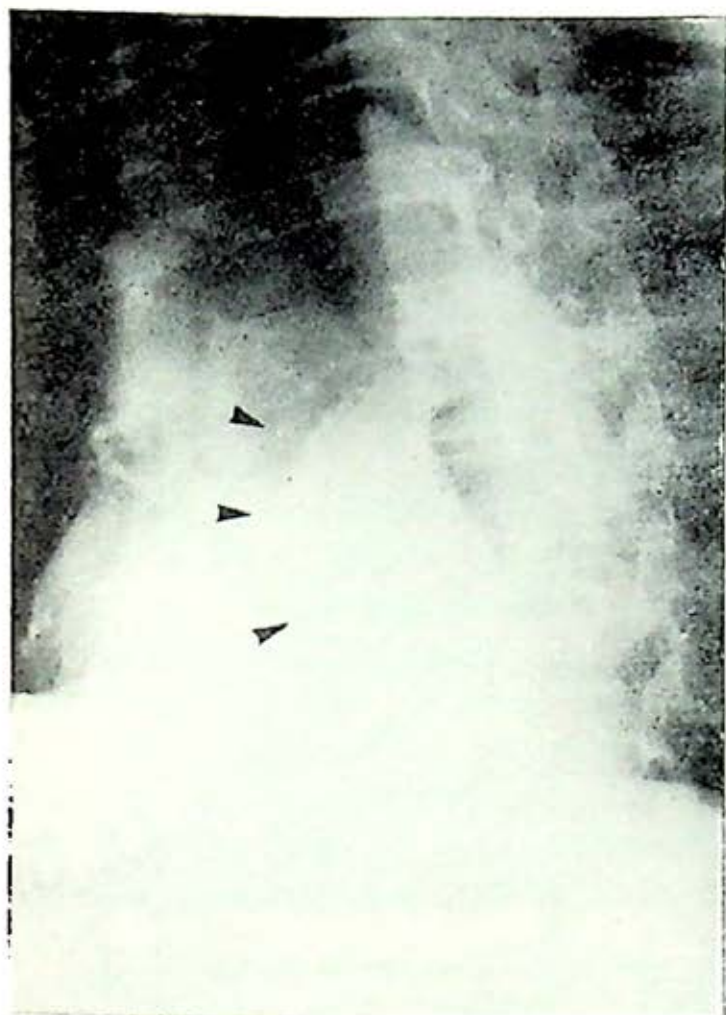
Radiografía oblicua anterior izquierda mostrando imagen tumoral poco densa detrás de la sombra cardíaca.
